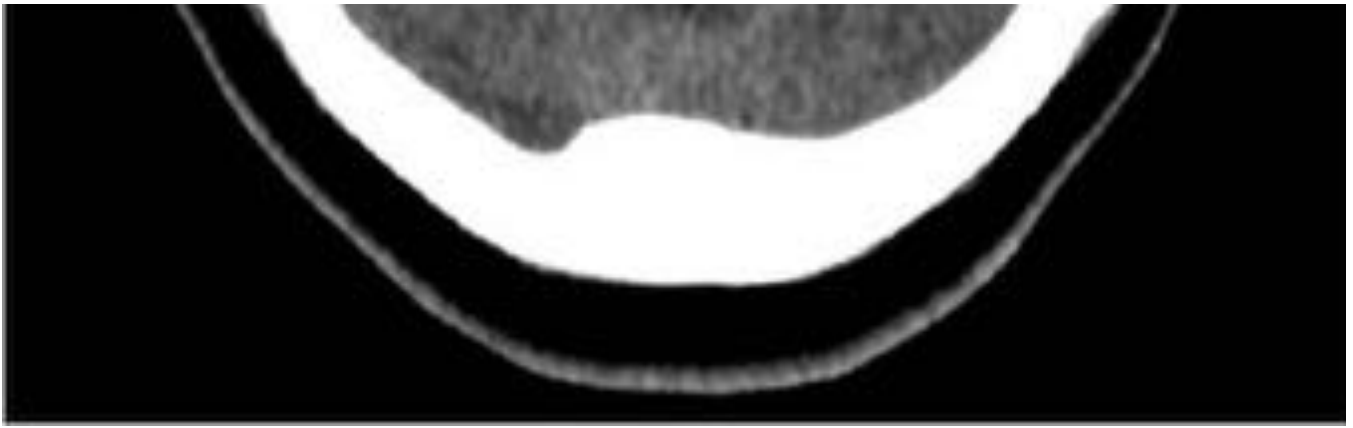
Varón de 52 años que acude a urgencias por cefalea y disfasia. Se realiza TC de cráneo sin CIV. Se pasó por alto lesión de morfología nodular isodensa al parénquima cerebral de 16 mm de diámetro máximo, en la unión corticosubcortical del lóbulo temporal izquierdo, con lesión hipodensa compatible con edema perilesional, no produce efecto de masa.
